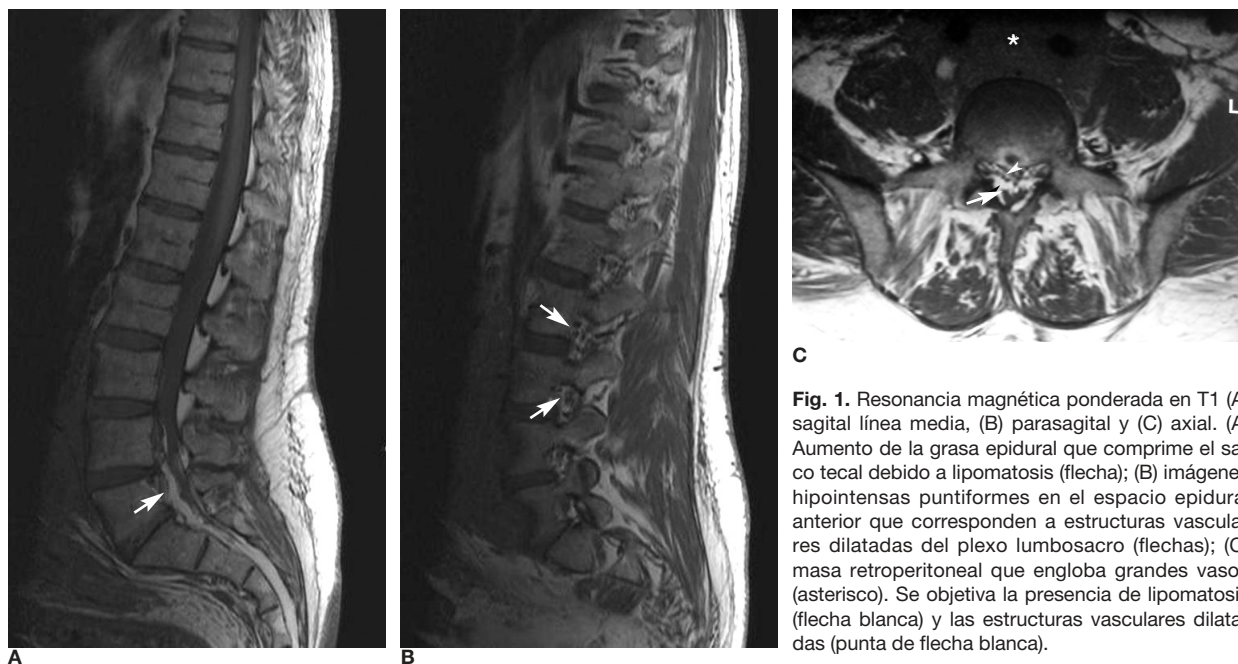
Resonancia magnética ponderada en T1 (A) sagital línea media, (B) parasagital y (C) axial. (A) Aumento de la grasa epidural que comprime el saco tecal debido a lipomatosis (flecha); (B) imágenes hipointensas puntiformes en el espacio epidural anterior que corresponden a estructuras vasculares dilatadas del plexo lumbosacro (flechas); (C) masa retroperitoneal que engloba grandes vasos (asterisco). Se objetiva la presencia de lipomatosis (flecha blanca) y las estructuras vasculares dilatadas (punta de flecha blanca).
